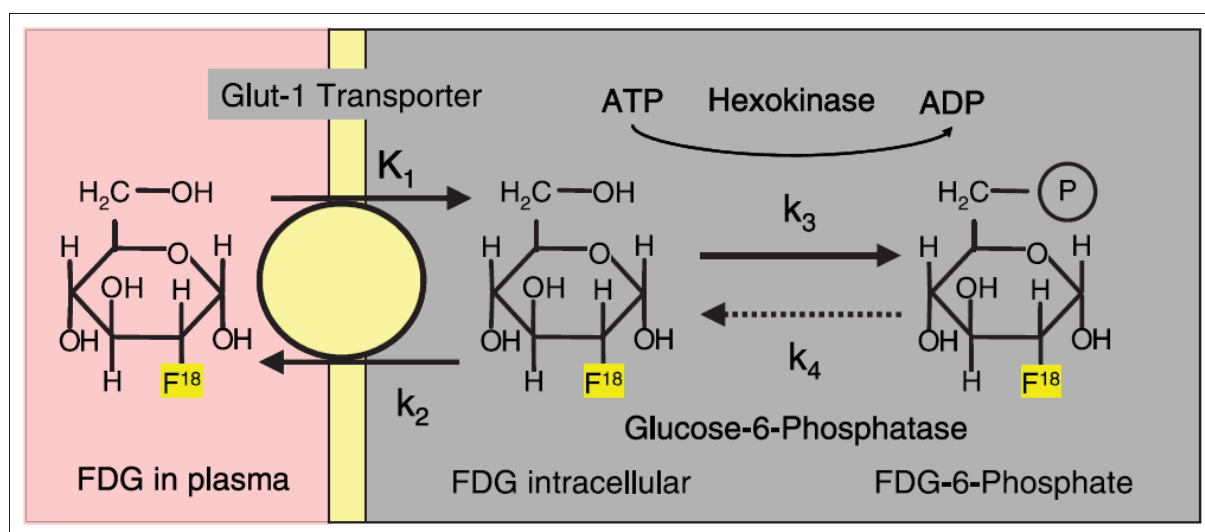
Flux d'entrée et sortie du FDG entre le plasma et le compartiment intracellulaire. (D'après [Kelloff2005])
